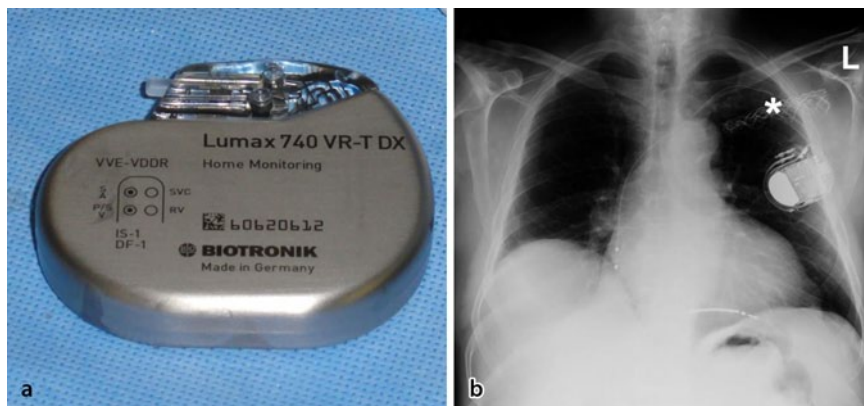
▲ Erster MR-kompatibler implantierbarer Cardioverter-Defibrillator (ICD; Lumax 740 mit ProMRI®, Biotronik, Berlin, Deutschland): a ICD-Aggregat, b postoperativer Röntgenthorax posterior-anterior mit linkspektoral platziertem ICD-Aggregat und regelrechter Lage der Sonde am Boden des rechten Ventrikels. Der Asterisk (*) kennzeichnet eine röntgenmarkierte Komresse (Wundverband)
